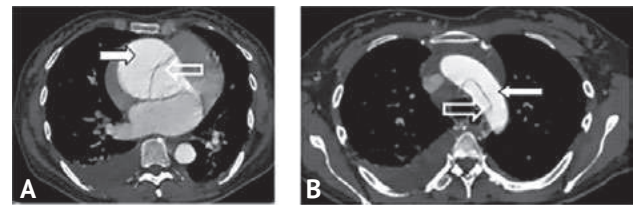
Компьютерно томографическая ангиография с электрокардиографией синхронизацией. А — восходящий отдел аорты; В — дуга аорты
